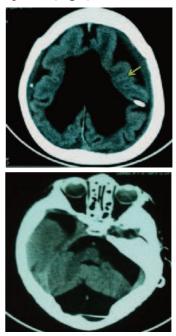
TDM en coupe axiale : Dilatation ventriculaire, mégaciternes de la base et lissencéphalie (flèche).
